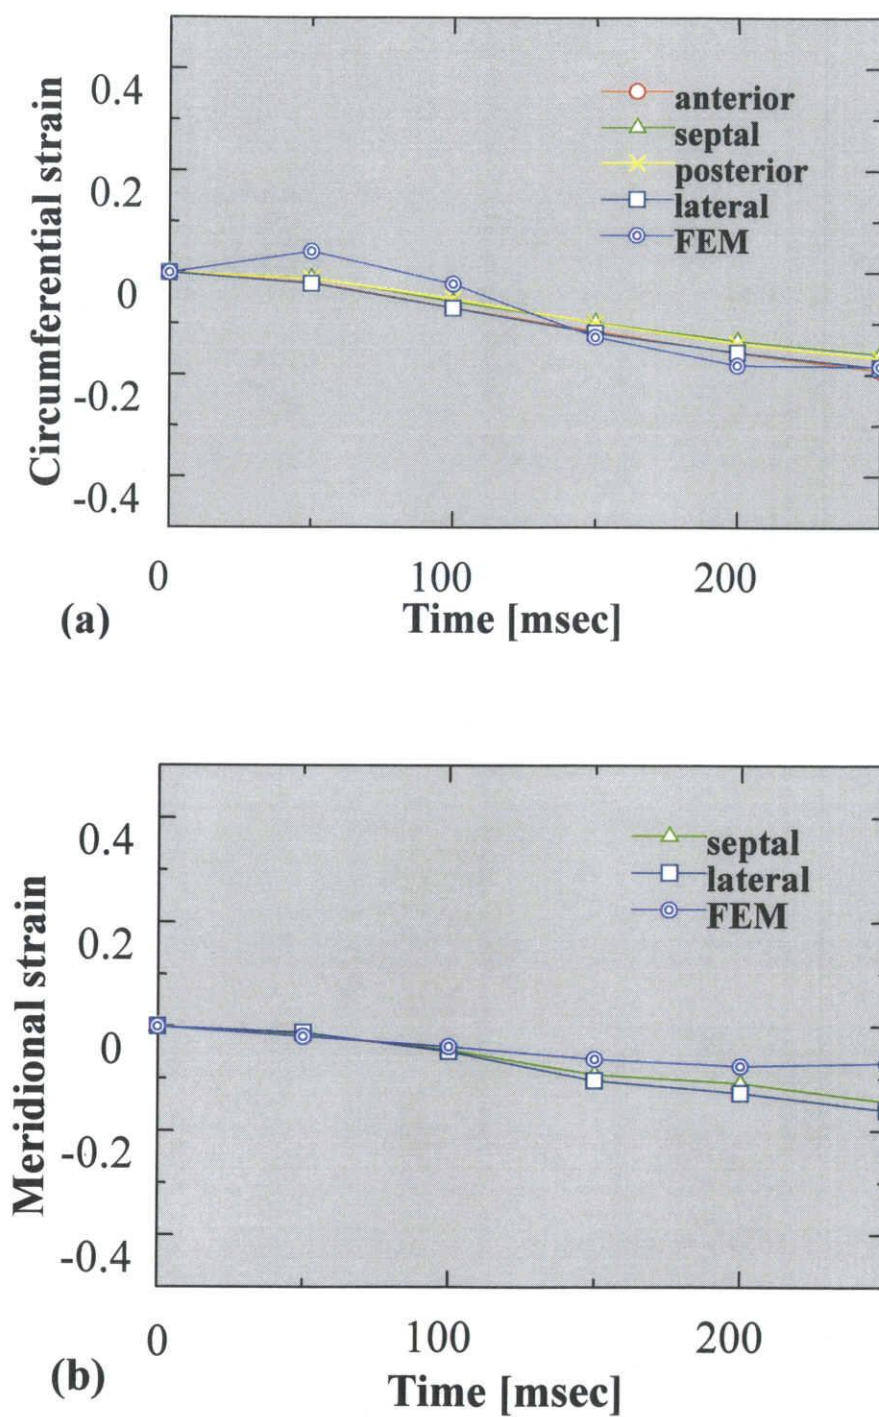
シミュレーションと MRI の tagging 法との比較
